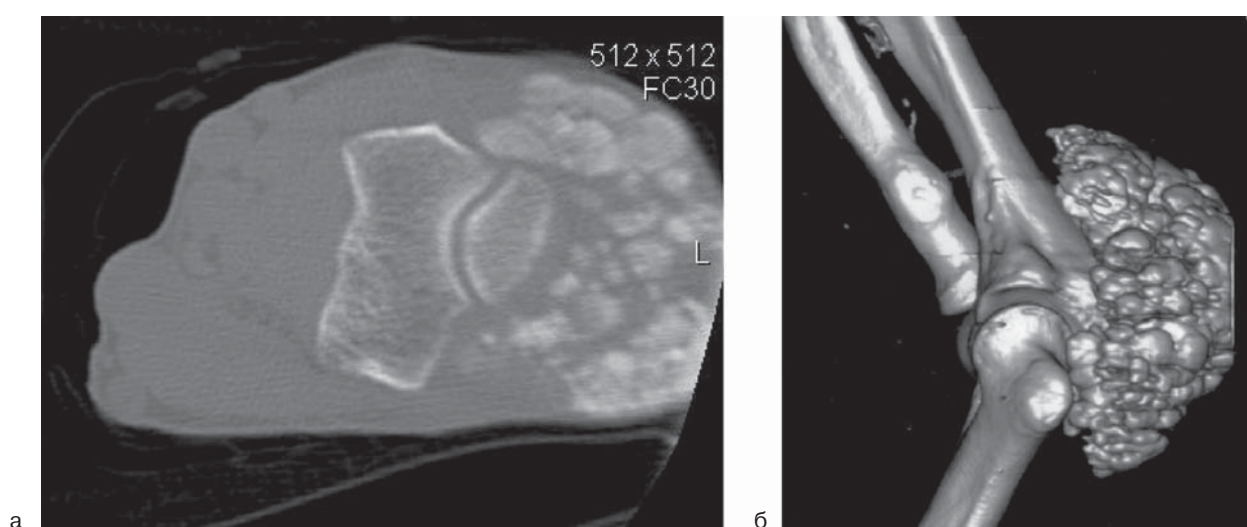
Спиральная компьютерная томограмма области левого локтевого сустава: а – аксиальный скан. Выраженная мягкотканная кальцификация дольчатой структуры по задней поверхности сустава; б – 3D-реконструкция.
